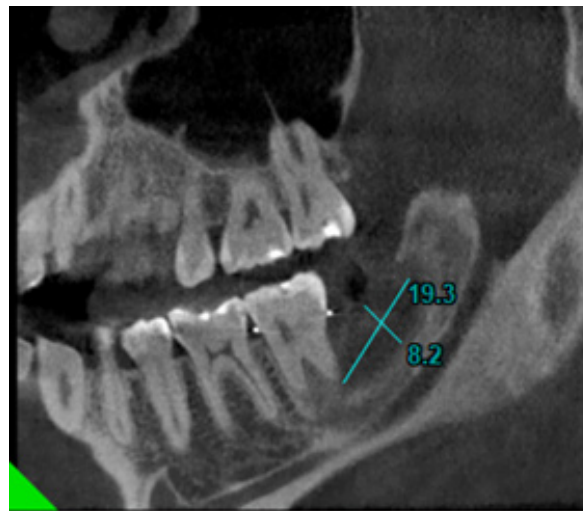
Tomografía computarizada de haz cónico corte panorámico que evidencia imagen pseudo radiopaca compatible con el crecimiento óseo ganado y una imagen radiolúcida de menor tamaño. Fuente: Historia Clínica. Especialización Cirugía Bucal ULAC-IDOLA. 2022.
